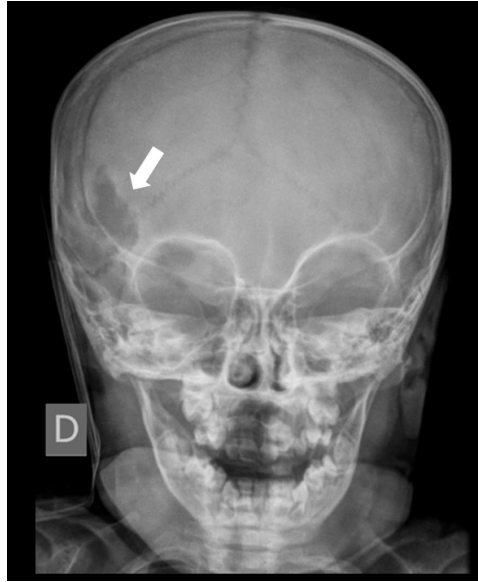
Radiografia frontal de menino de dois anos de idade demonstrando lesão osteolítica na região frontotemporal direita (seta branca), cujo diagnóstico histológico foi de histiocitose.
